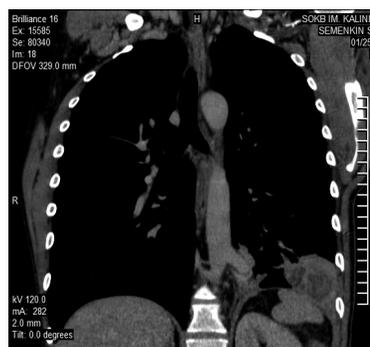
КТ легких: аномальный сосуд, отходящий от грудной аорты в нижнюю долю левого легкого
